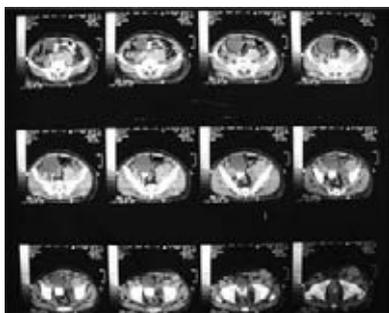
TAC. Adenomegalias pélvicas con desplazamiento vesical.
